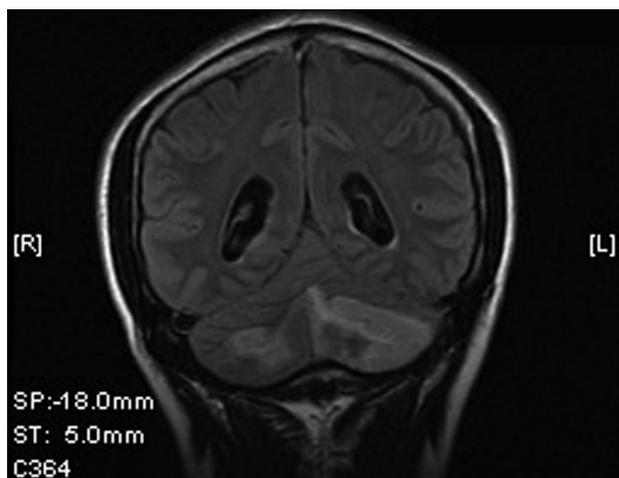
Resonancia magnética (A) que evidencia de enfermedad vascular isquémica cerebelosa con predominio izquierdo en estudio agudo.
